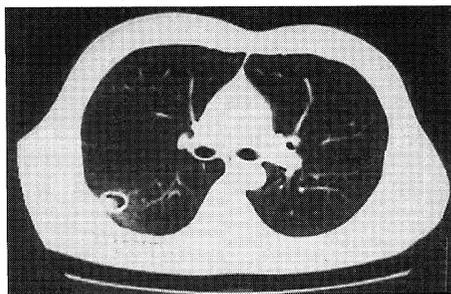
A case of multiple drug-resistant tuberculosis. Chest CT shows a cavity in S<sup>6</sup> of right lower lobe. Table 2, Case 2.
